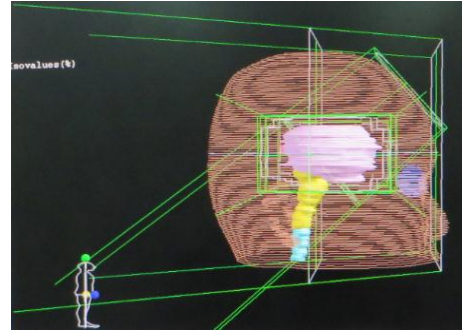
Máy CT mô phỏng 3D
